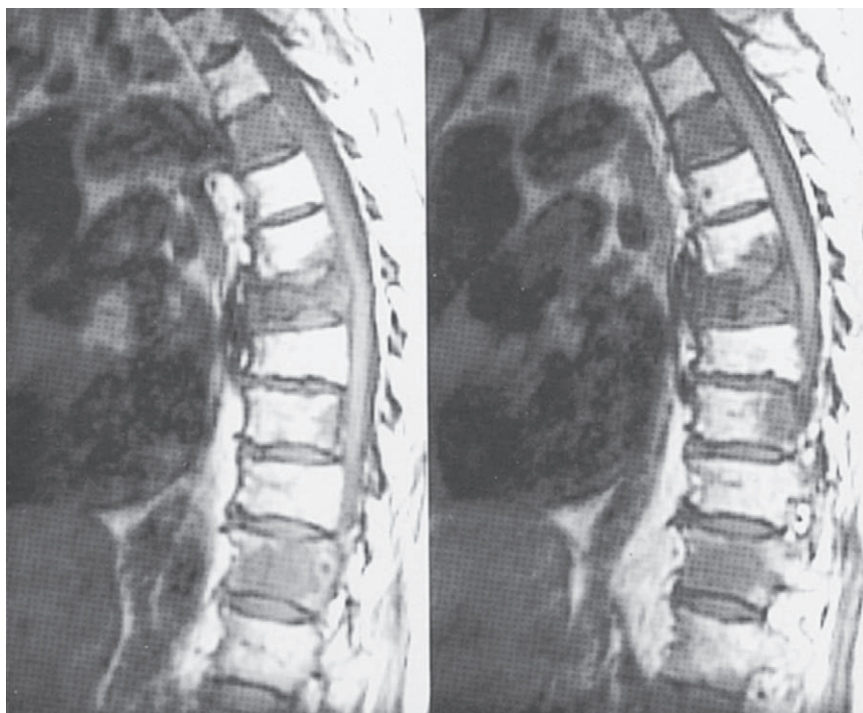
MRI de metástasis raquídeas múltiples por carcinoma del pulmón. Las metástasis muestran intensidad baja de señal en las imágenes T1. Se reconoce una tumoración epidural que comprime la médula.
